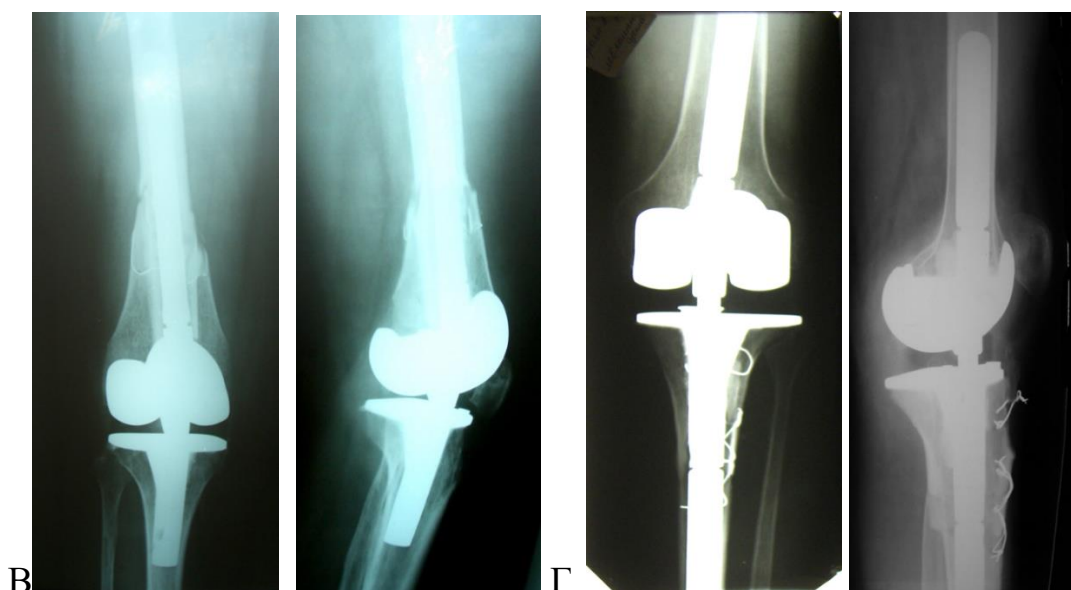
Пример использования структурных аллотрансплантатов в сочетании с ревизионным эндопротезом коленного сустава: А – замещение дистального отдела бедренной кости; Б – замещение проксимального отдела большеберцовой кости; В – рентгенограммы коленного сустава в прямой и боковой проекциях, выполнено эндопротезирование с замещением дистального отдела бедра; Г – выполнено эндопротезирование с замещением проксимального отдела большеберцовой кости
